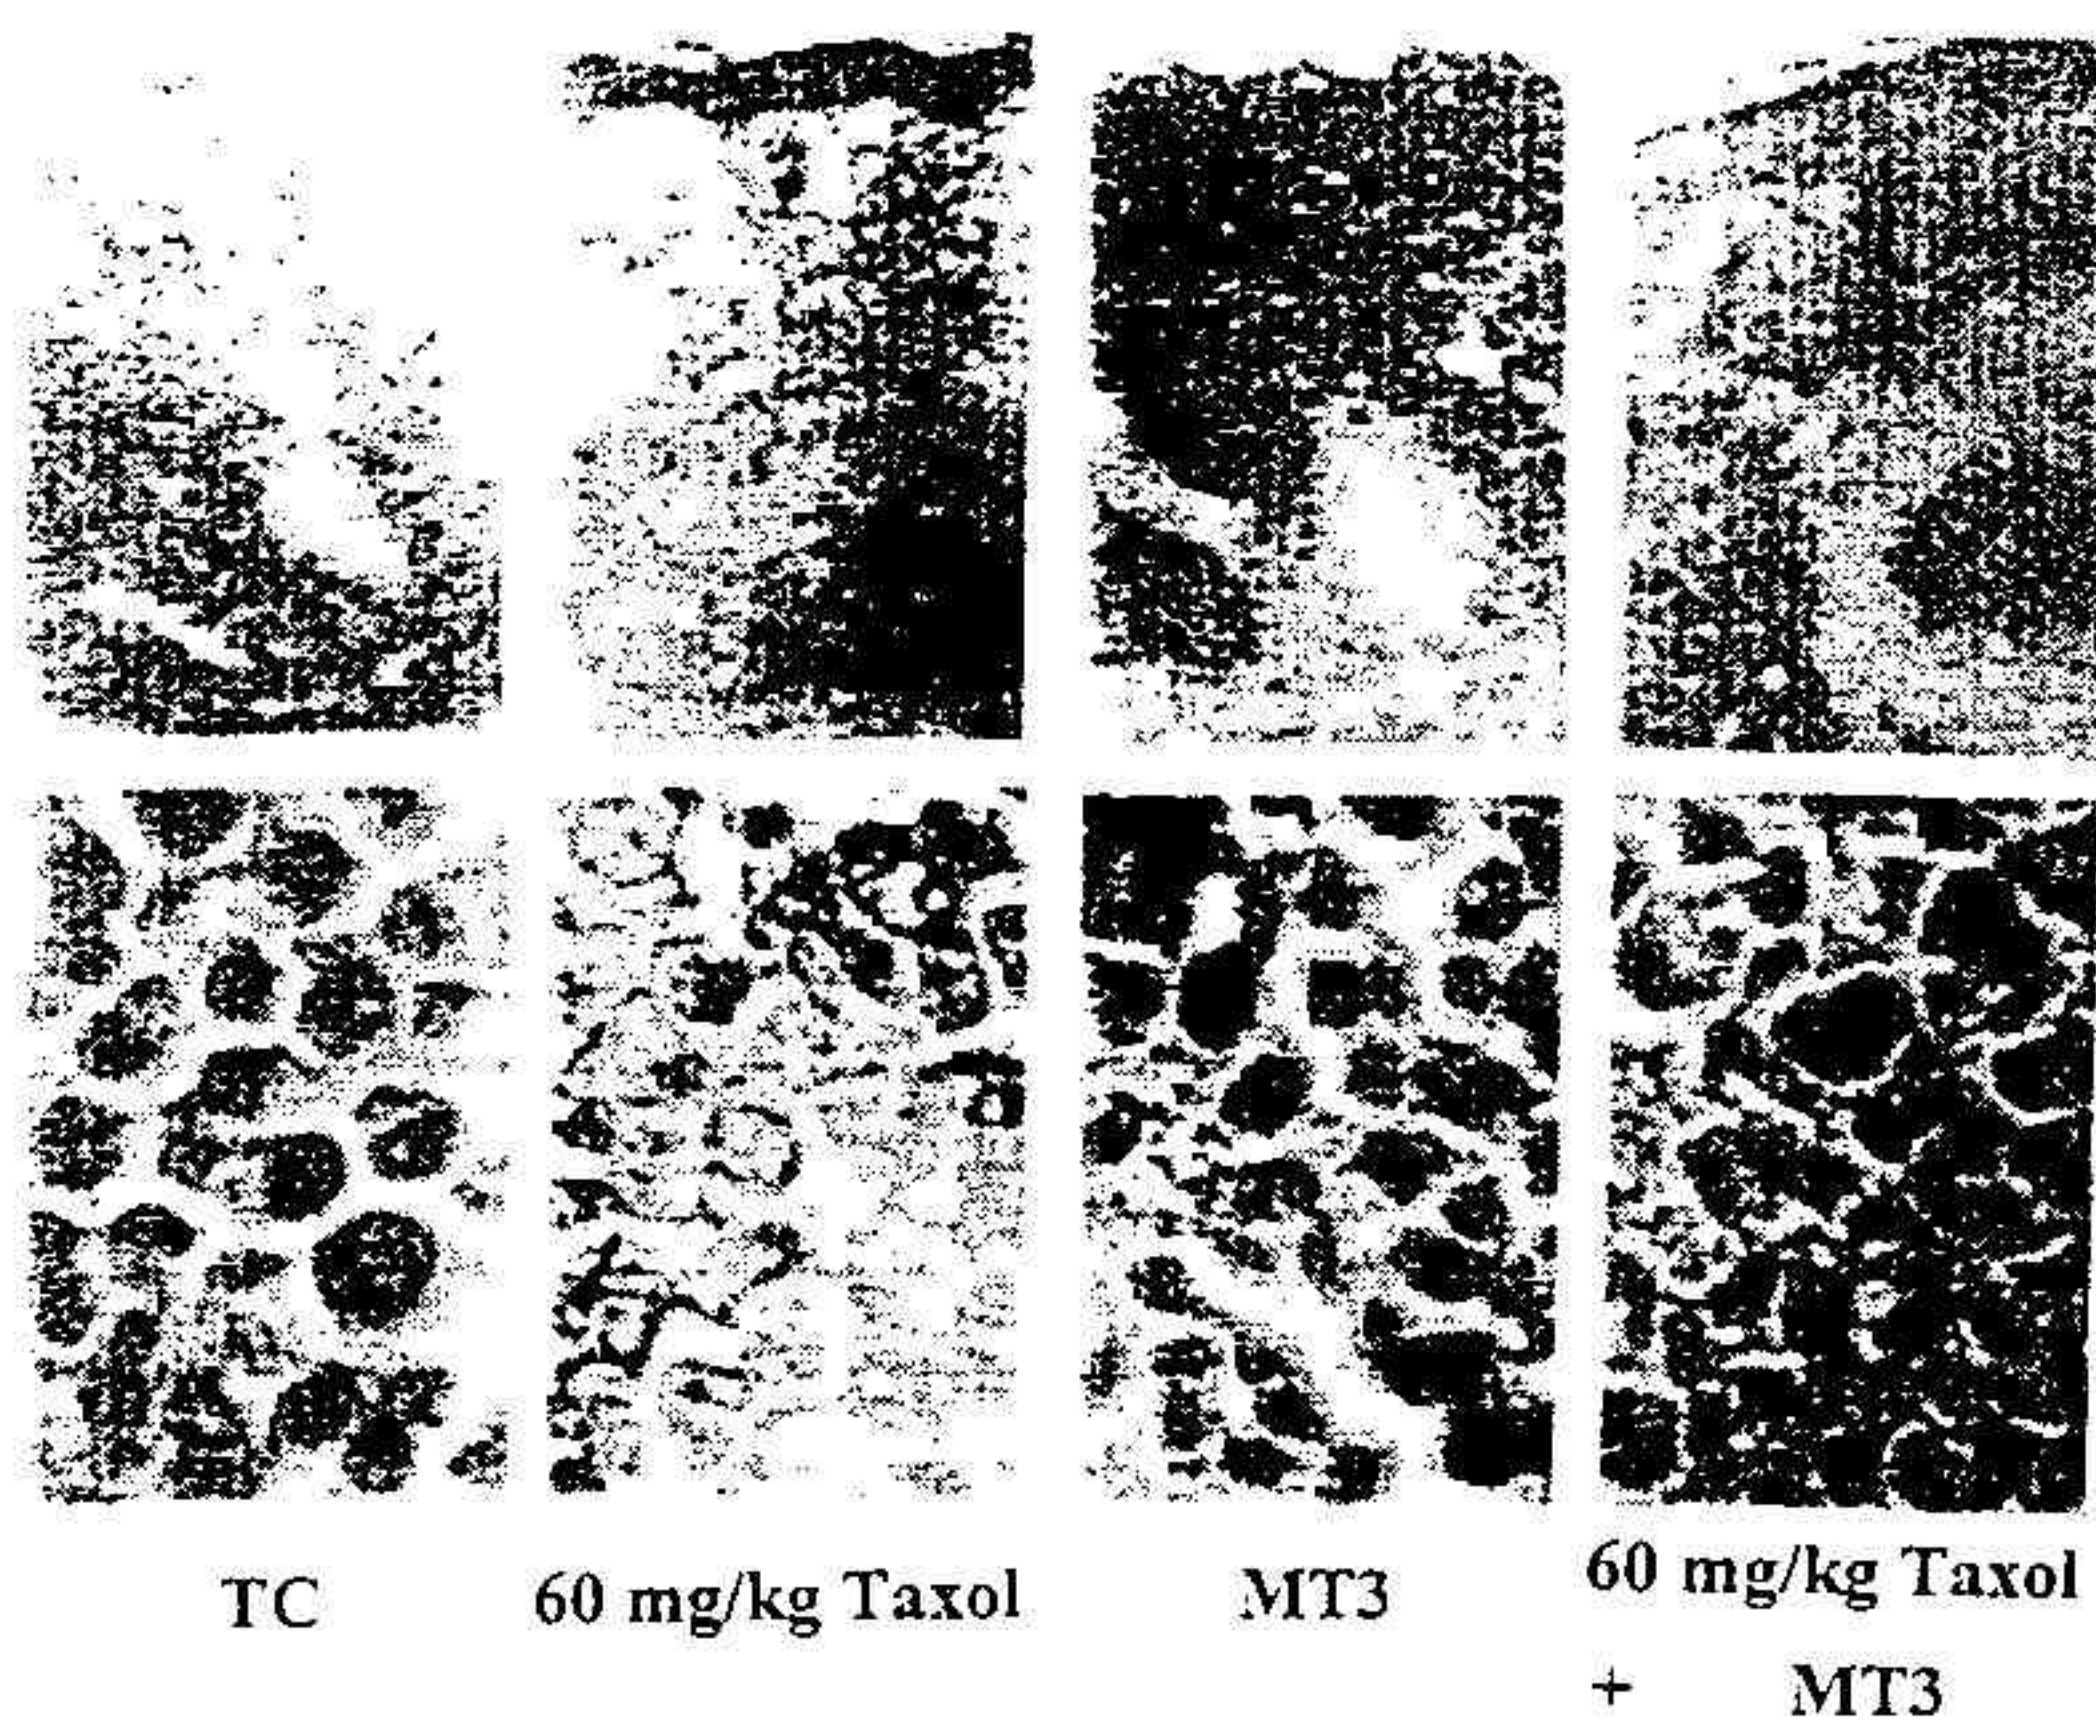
Pathological changes after treatments of moxibustion (MT) and taxol. TC : Tumor control. The photograph in the upper row was magnified by 60 x ; the photograph in the lower row was magnified by 1000 x.
